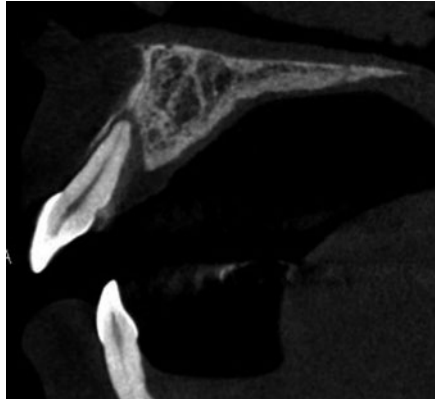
初診時のCTクロスセクショナル像。11の唇側および口蓋側の骨が欠損している。
